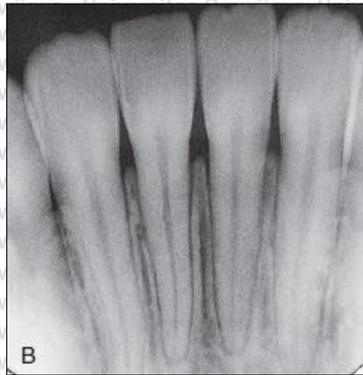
Gambaran radiografis yang diambil dari aspek labial gigi menunjukkan *monoplane*, pandangan bukolingual dari struktur jaringan keras gigi dan ruang radiolusen dari pulpa dan saluran akar.
